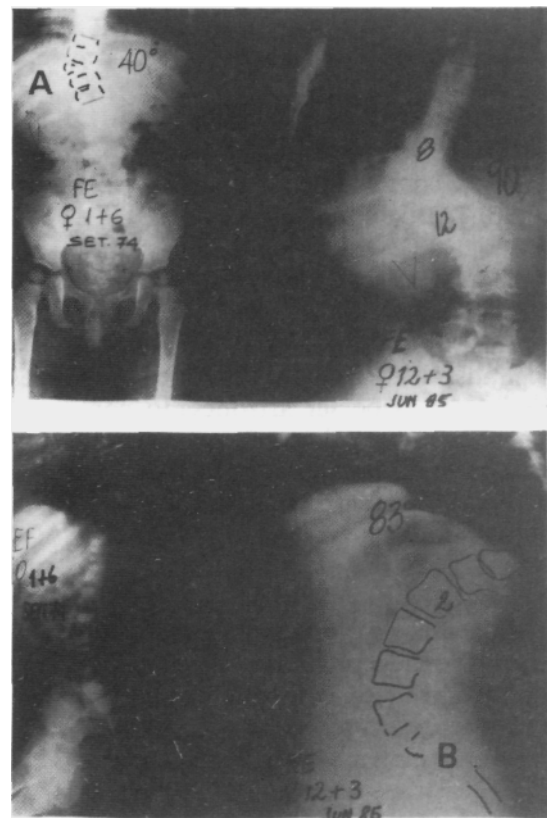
A: F.E. A la izquierda, niña con 1+6 años; presenta una hemivértebra en esquina toracolumbar. Su curvatura es de 40 grados. A la derecha se observa la severa progresión de su escoliosis que se incrementó a 90 grados a los 12+3 años. Esto es un ejemplo de una historia natural agresiva. B: Radiografías de perfil en similares momentos distintos muestran también la progresión de su cifosis a 83 grados.
